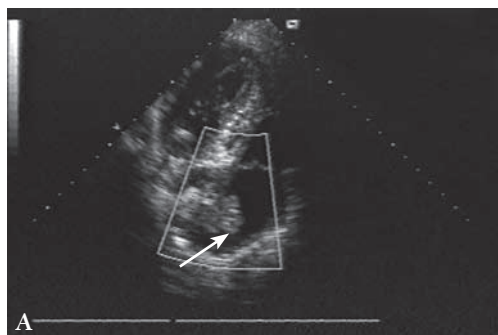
Эхокардиограмма и препарат опухоли (инфицированная миксома) у больного К.
